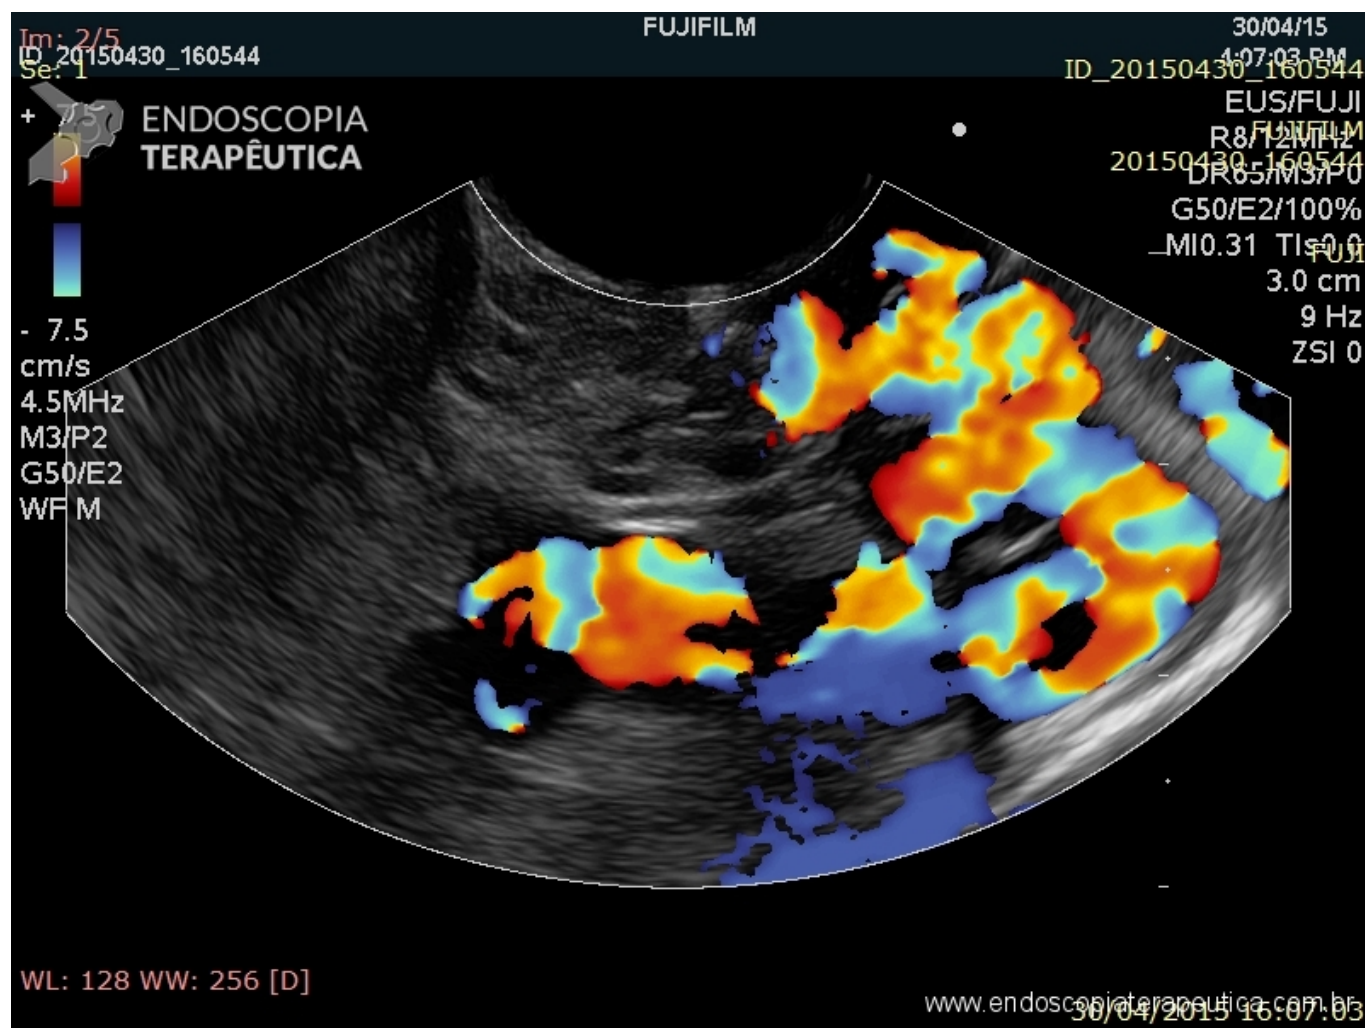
Varizes de fundo gástrico a ecoendoscopia com doppler – UNIFESP 2015
